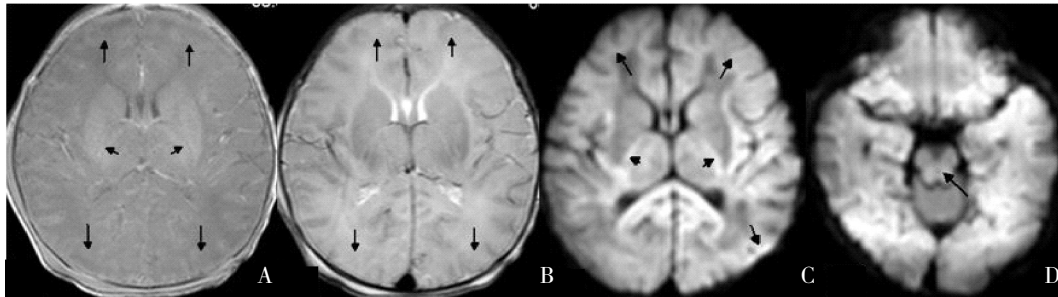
分水岭样损伤 重度 HIE 患儿生后 96 h MRI 的 T1WI (A) 表现为灰白质分辨不清, 额叶及顶枕区皮层及白质弥漫性低信号, 内囊后肢正常高信号消失; T2WI (B) 表现为高信号, 内囊后肢可见少许低信号; DWI (C, D) 的上述区域表现为高信号, 内囊后肢、胼胝体压部、颞叶皮层、白质、脑干均有受累, 如箭头所示, 符合全脑型损伤。
